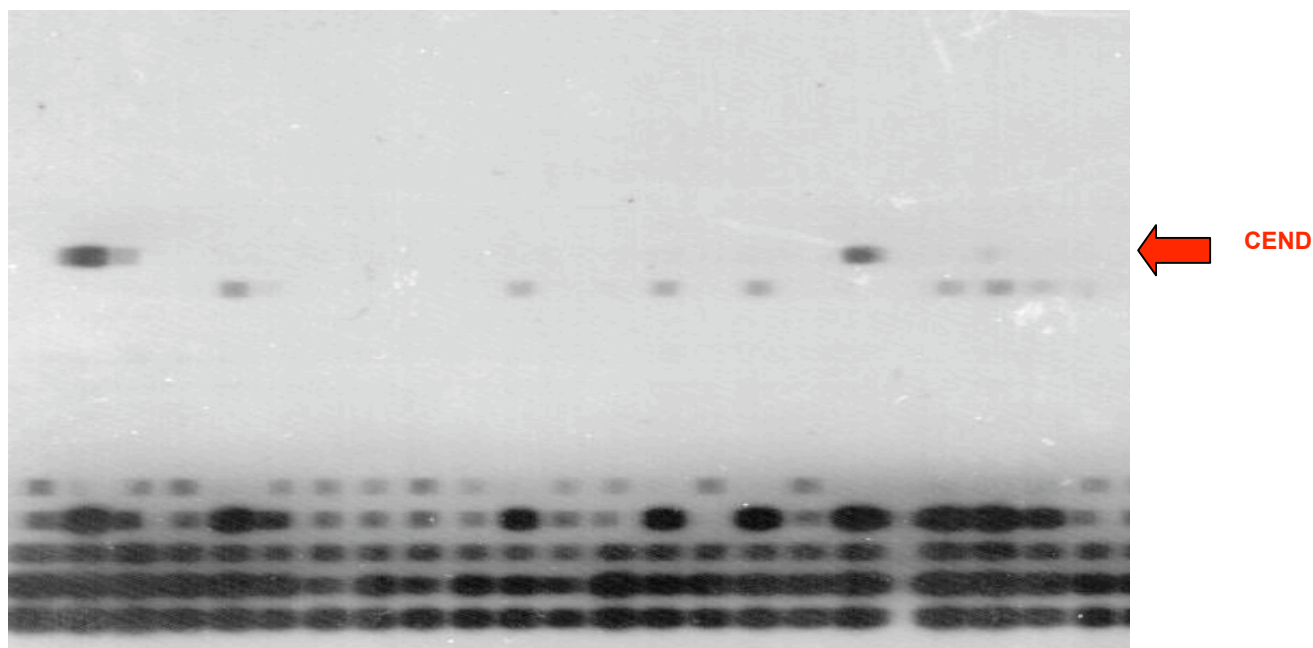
Autoradiografia do *rifoligotyping* com identificação de mutação do *rpoB* no códon 531 e em códon específico não detectado (CEND).
